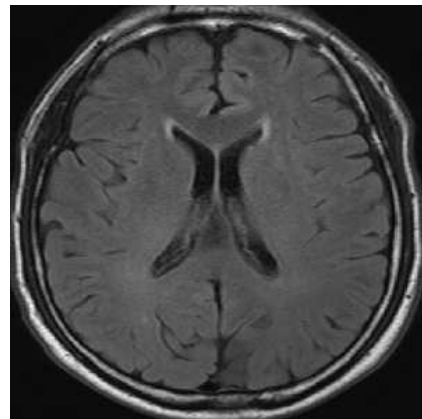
Brain magnetic resonance imaging, 2013.05.09. ○○대학교 부속병원 신경과
